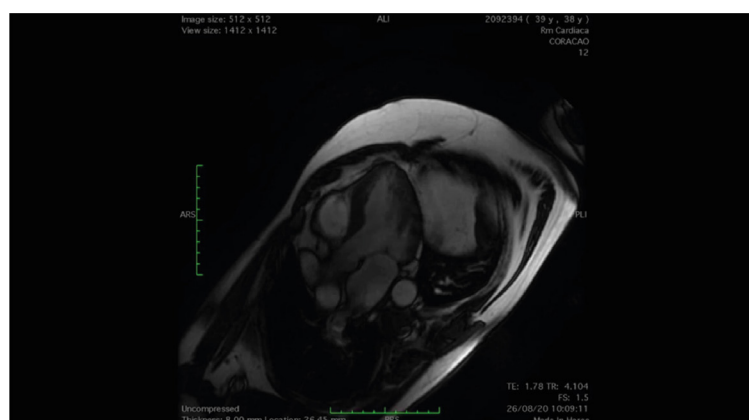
Ressonância magnética cardíaca. (A) Cine steady-state free precession em duas câmaras mostrando trabeculações e aneurisma apical (em dedo de luva); (B) cine steady-state free precession em três câmaras, mostrando trabeculações no miocárdio inferolateral; (C) cine steady-state free precession de eixo curto ventricular esquerdo e direito (corte apical), mostrando trabeculações com relação miocárdio não compactado/miocárdio sadio $> 3,0$; (D) realce tardio de eixo curto, mostrando área de fibrose.
